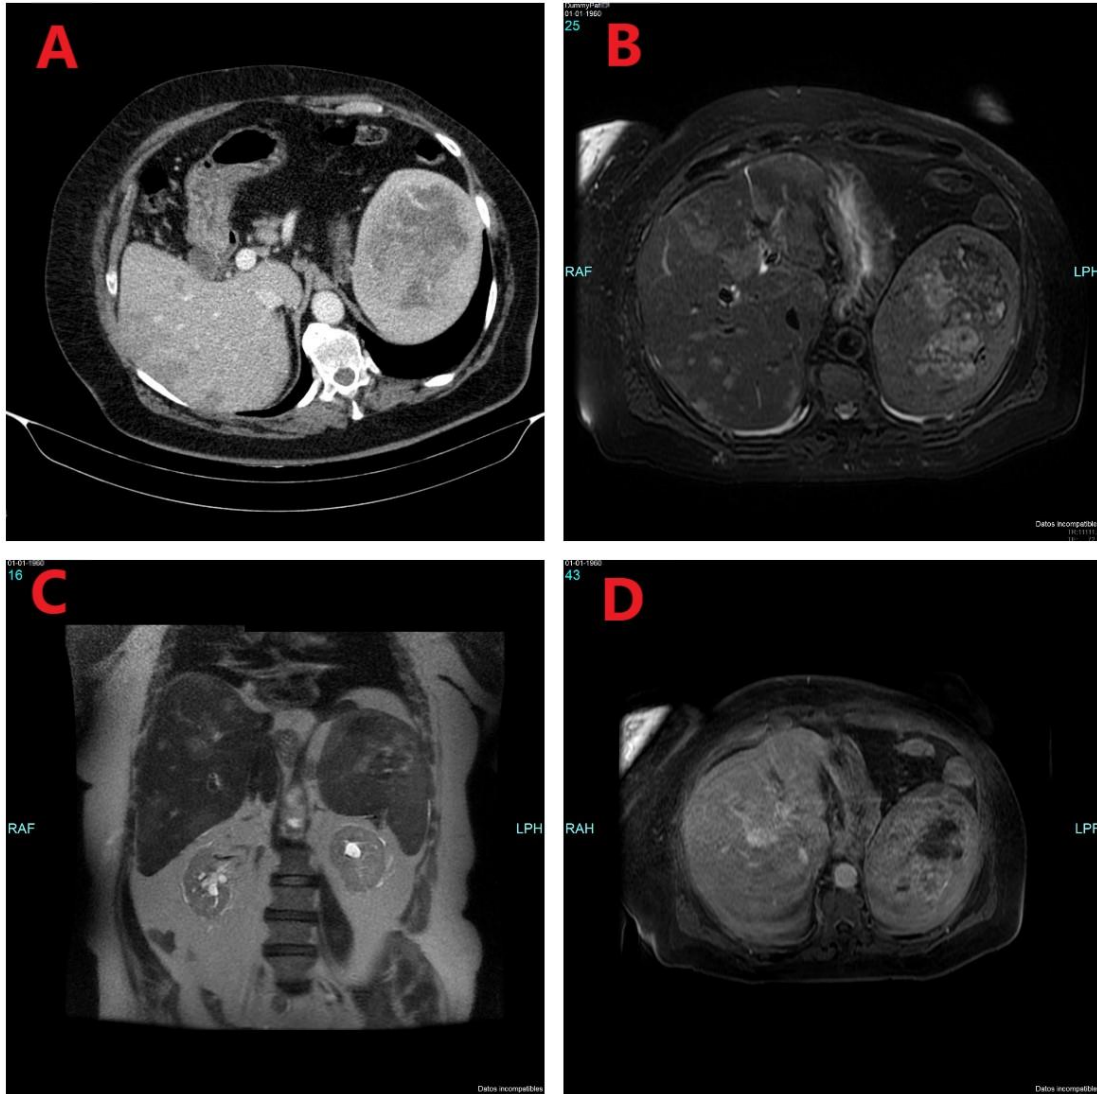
TC con contraste iv donde se evidencia la masa esplénica con vasos nutricios y centro necrótico y algunas de las lesiones subcapsulares en parénquima hepático. Fig B: RM secuencia T2 SPIR donde se confirma que las lesiones persisten a pesar de la supresión grasa. Fig C: RM en secuencia T2 coronal en la que se aprecian tanto la masa esplénica como varias de las lesiones hepáticas. Fig D: RM T1 con contraste en fase tardía (10 min) que permite observar la captación centripeta de la masa esplénica, de centro necrótico.
